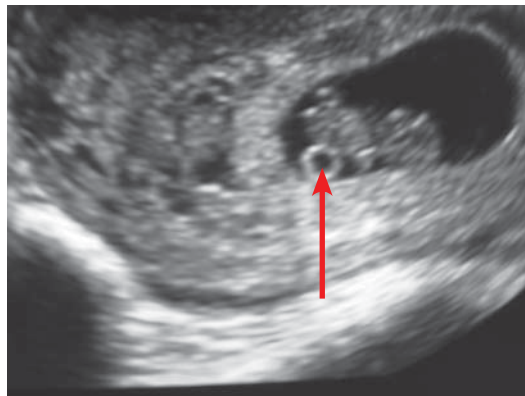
Беременность 6 нед. Стрелкой указан желточный мешок (УЗИ)
